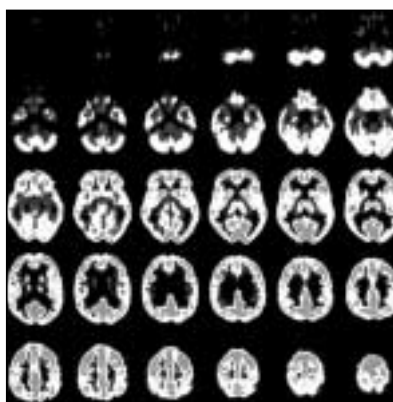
Cortes de PET cerebral en el eje transversal. Estudio normal con FDG.
